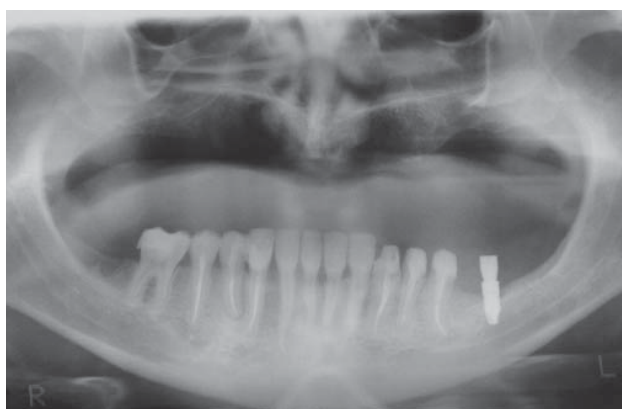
Ortopantomografía tras la colocación del implante.
